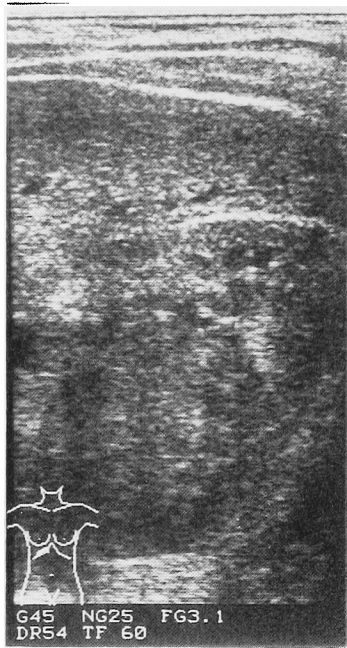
Ultrasonogram reveals a solid mass at the upper pole of the right kidney.
